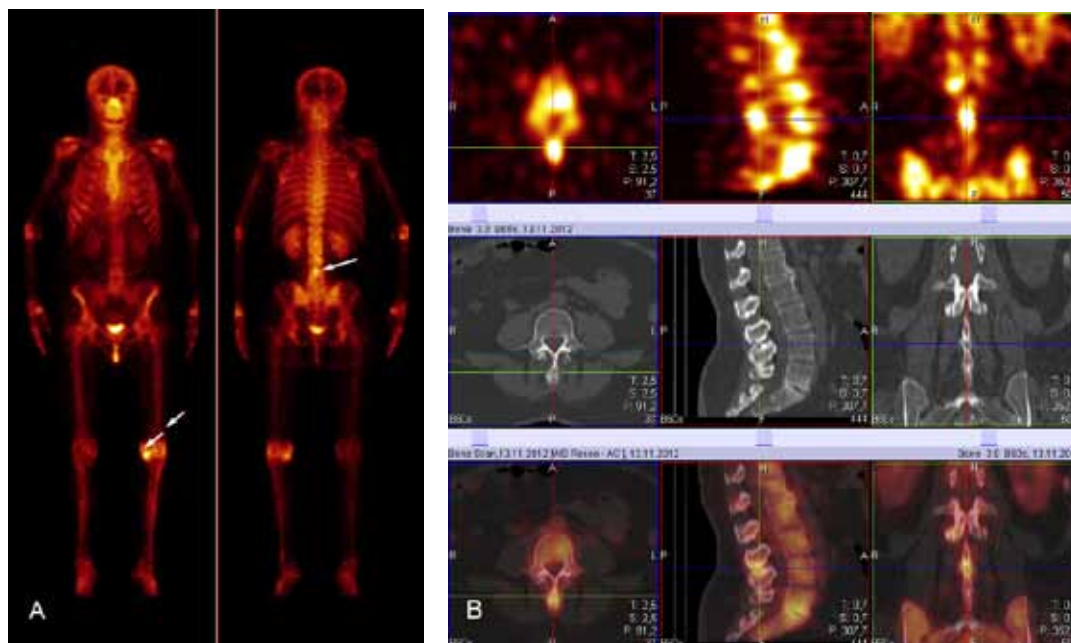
4А. Остеосцинтиграфия в планарном режиме. Очаг гиперфиксации РФП в проекции остистого отростка L4 позвонка, подозрительный на метастаз (стрелка). Также определяется гиперфиксация РФП в проекции суставных поверхностей левого коленного сустава неспецифического характера (двойные стрелки).
